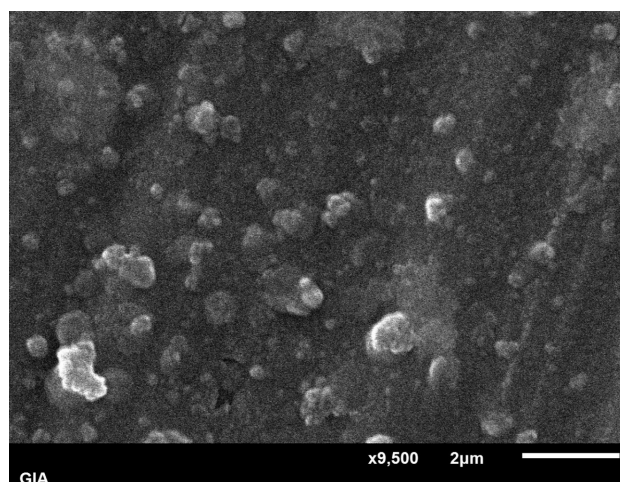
СЭМ - Деструктивные изменения в "биопленочной" культуре *St. aureus* под воздействием рентгеновских лучей в 6 мЗв при экспозиции в 1 минуту: видны единичные клетки. Ув. х 9.500. Длина маркера 2 µм.
